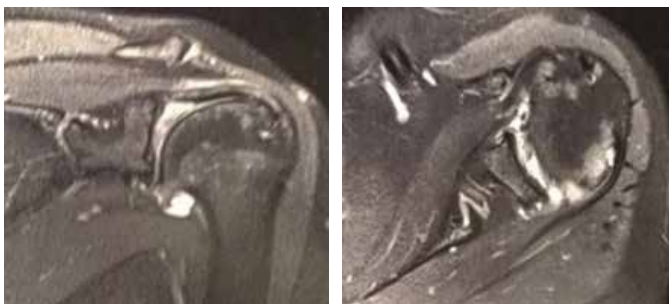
Ressonância magnética do ombro esquerdo ponderada em T2, corte coronal (A) e corte axial (B), evidenciando destruição da cartilagem articular, derrame articular e sinovite.
